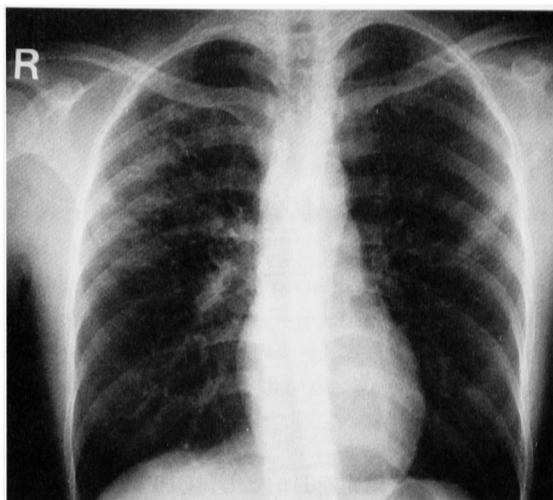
Chest X-ray of the index case
